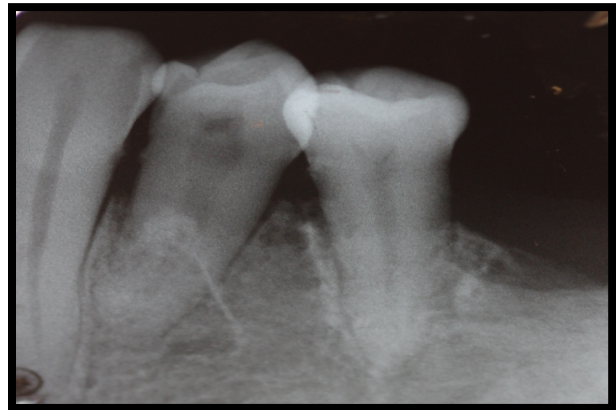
Rx periapical pós-cirúrgico
